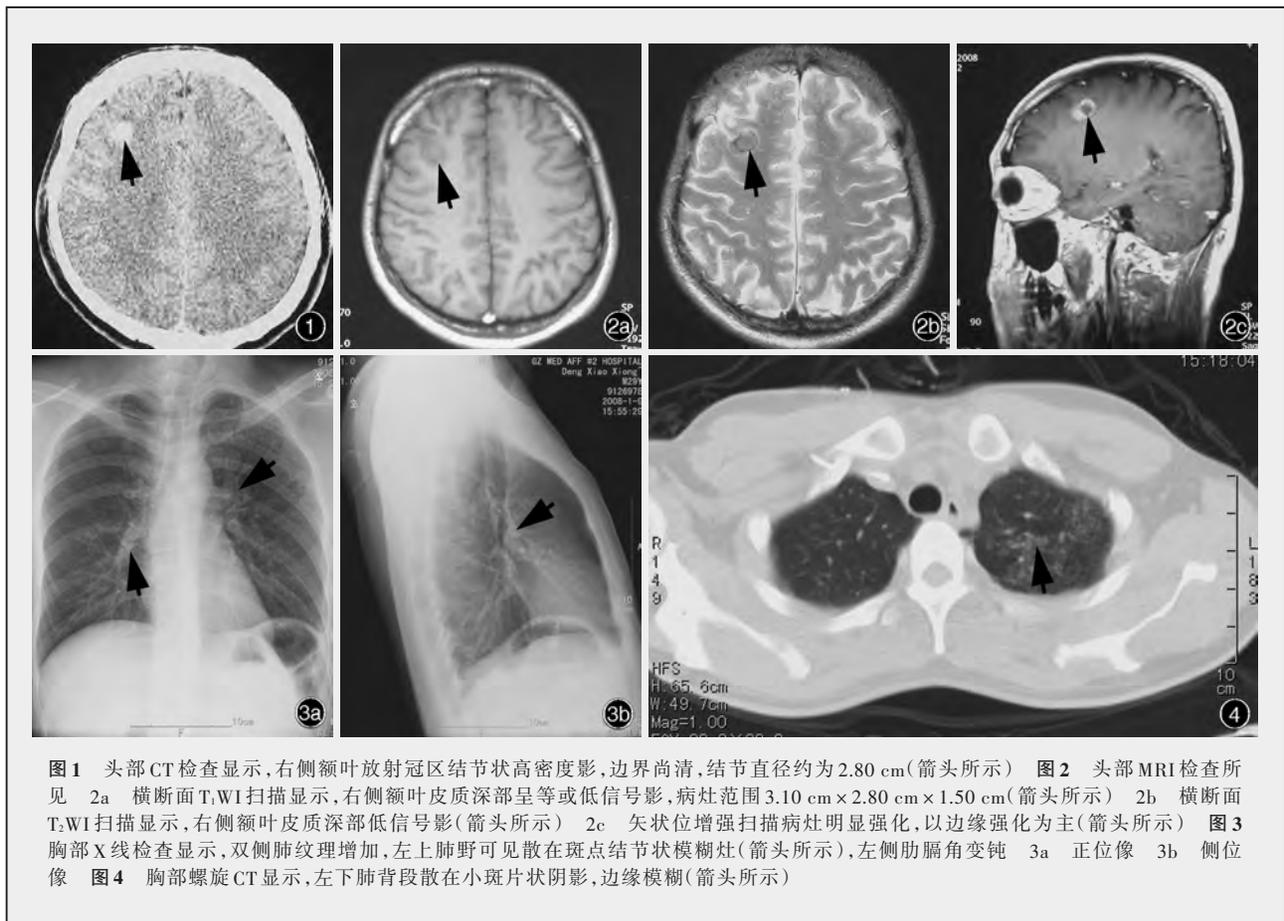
头部CT检查显示,右侧额叶放射冠区结节状高密度影,边界尚清,结节直径约为2.80 cm(箭头所示) 图2 头部MRI检查所见 2a 横断面T₁WI扫描显示,右侧额叶皮质深部呈等或低信号影,病灶范围3.10 cm×2.80 cm×1.50 cm(箭头所示) 2b 横断面T₂WI扫描显示,右侧额叶皮质深部低信号影(箭头所示) 2c 矢状位增强扫描病灶明显强化,以边缘强化为主(箭头所示) 图3 胸部X线检查显示,双侧肺纹理增加,左上肺野可见散在斑点结节状模糊灶(箭头所示),左侧肋膈角变钝 3a 正位像 3b 侧位像 图4 胸部螺旋CT显示,左下肺背段散在小斑片状阴影,边缘模糊(箭头所示)
